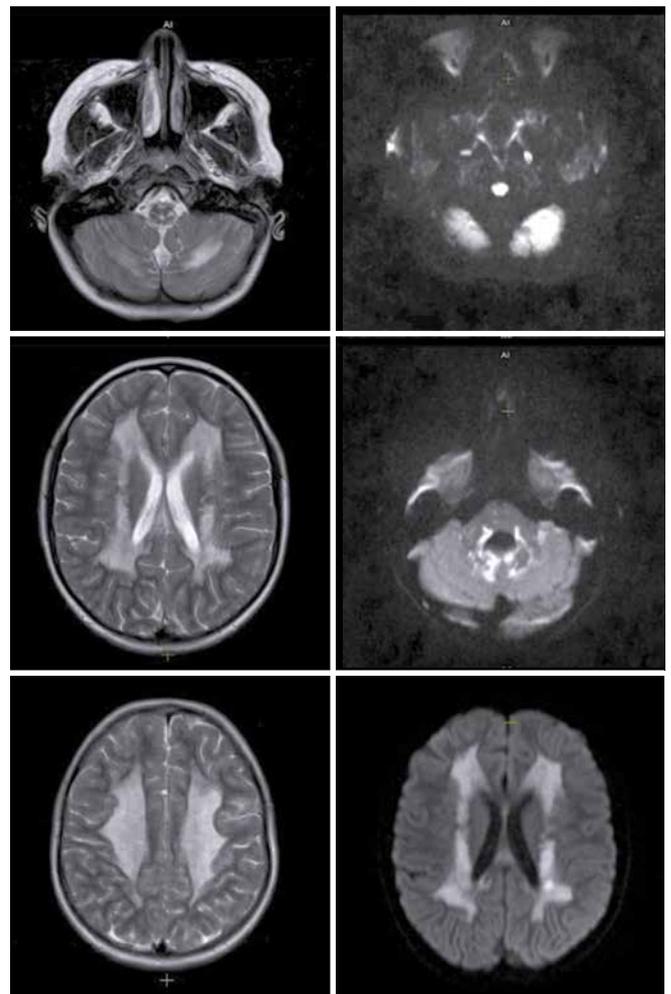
Томограммы пациентки с лейкоэнцефалопатией с поражением ствола и спинного мозга и повышенным содержанием лактата в белом веществе
